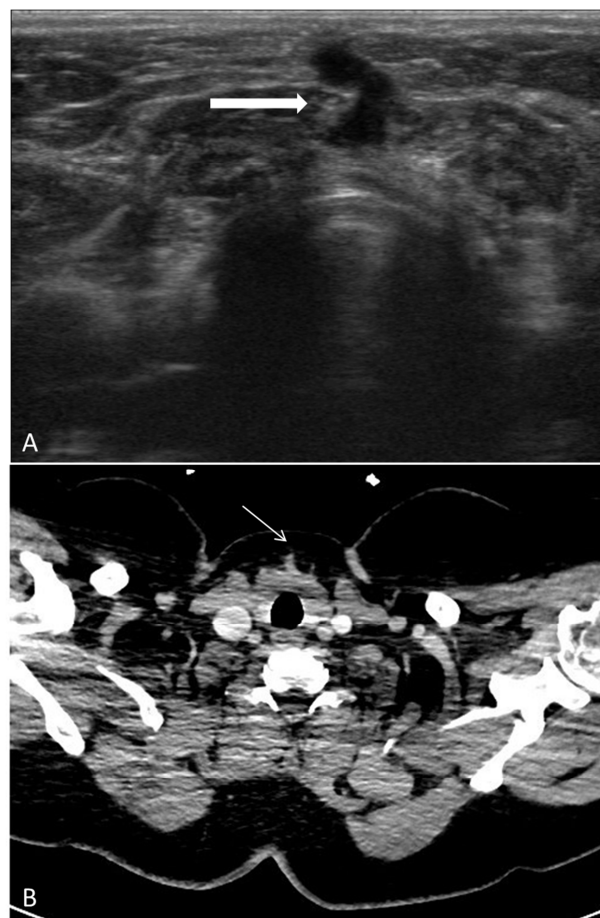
Neck ultrasound (US) showed heterogeneous, hypoechoic, complex, lobulated, solid lesion with milimetric calcifications (suture granuloma) at the thyroid bed and fistula tract extending to the skin (A). Transaxial image of computed tomography revealed fistula tract appearance at the isthmic level of thyroid bed (B).
